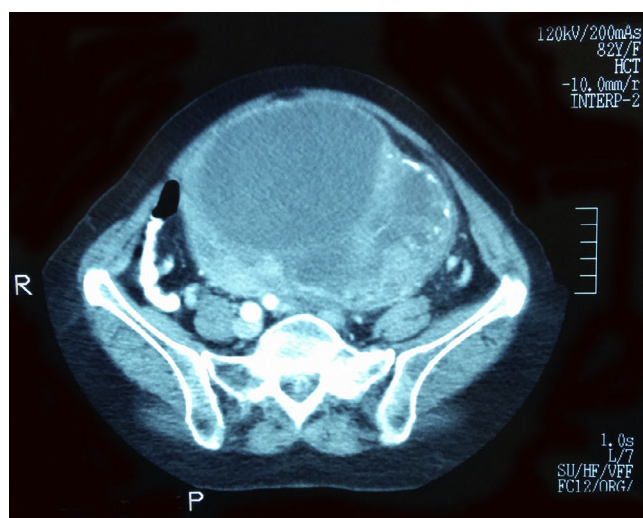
TC abdómino-pélvica, informada como cistoadenocarcinoma de ovario.
